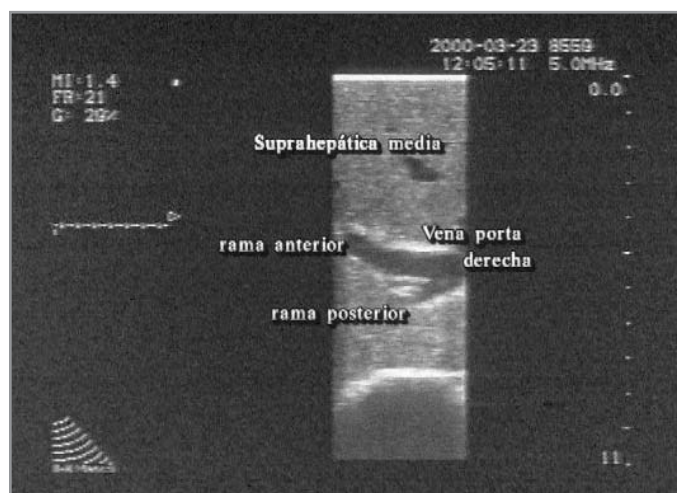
Ecografía intraoperatoria. Porta derecha. Rama anterior (5, 8) y posterior (6 y 7).
